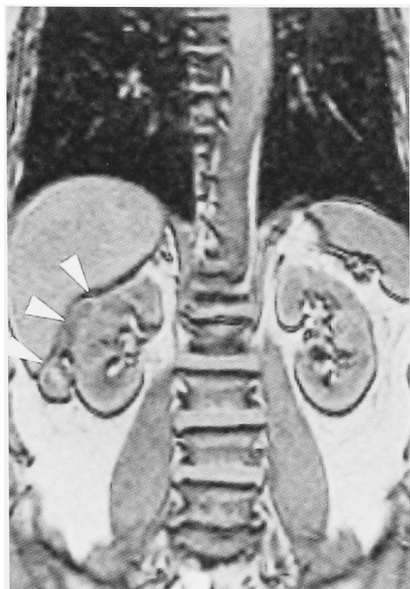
MRI (coronal, contrast enhanced, T1 weighed) revealed a renal capsular tumor (arrows).
